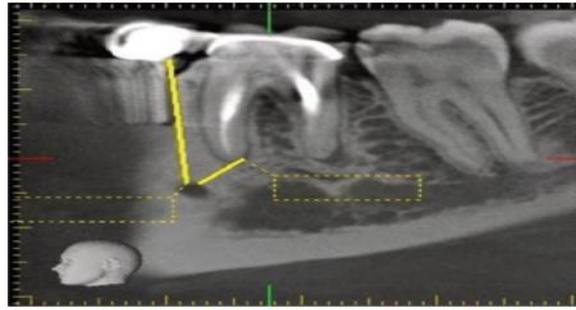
Une vue sagittale d'une image CBCT d'une dent mesurant la distance du foramen mental.
